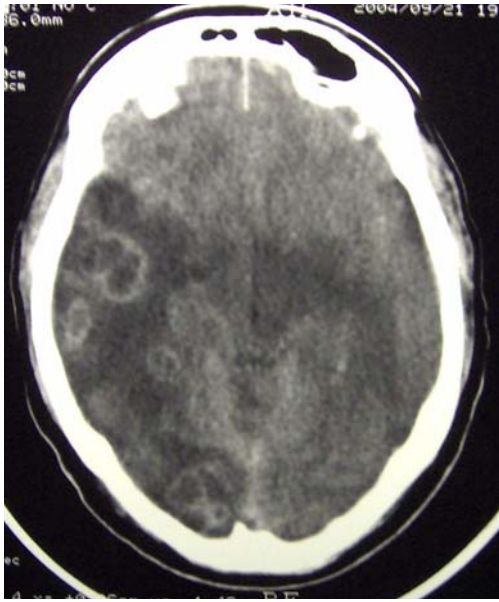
TAC cerebral en el comienzo de la enfermedad. Lesiones bilaterales cuya punción arrojó el diagnóstico de *Nocardia spp.*
